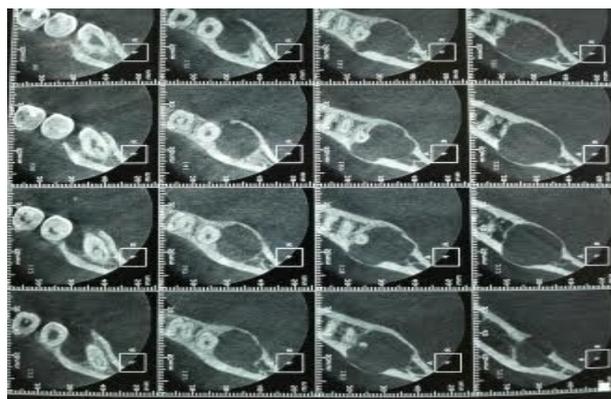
Tomografia cone beam com vista oclusal visualizando deslocamento do dente 38.
